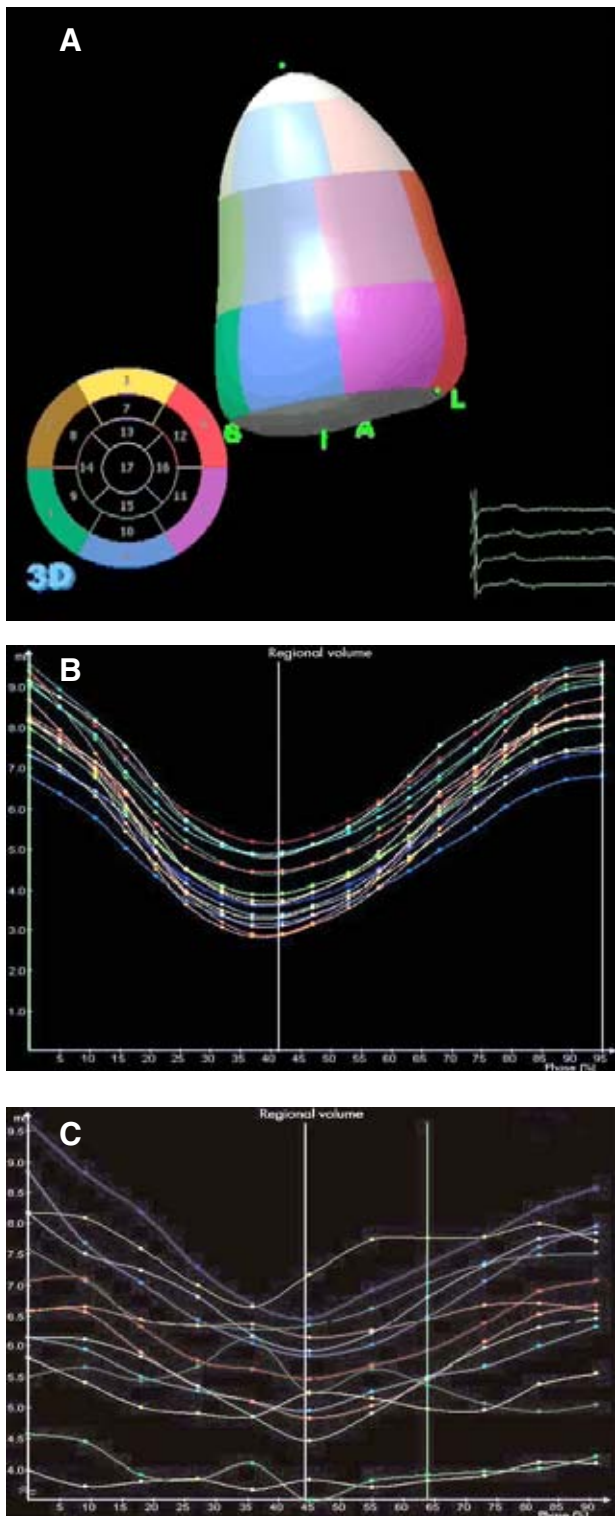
Ecocardiografía 3 Dimensión. A. Donde se observa codificado en color los 17 segmentos del ventrículo izquierdo, los cuales a la hora de cuantificar los volúmenes segmentarios permiten hacer el análisis de la sincronía de la contracción del ventrículo izquierdo (B); cuando existe asincronía de la contracción se muestra la total dispersión de dichas curvas volumétricas (C).
